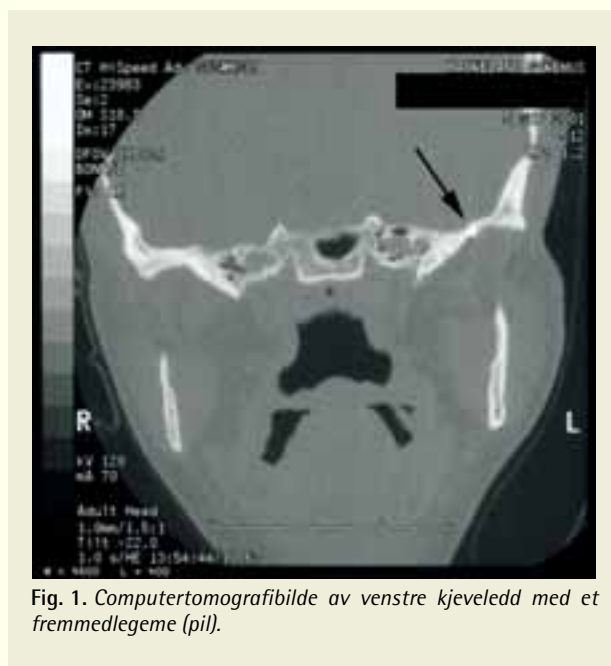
Computertomografibilde av venstre kjeveledd med et fremmedlegeme (pil).
